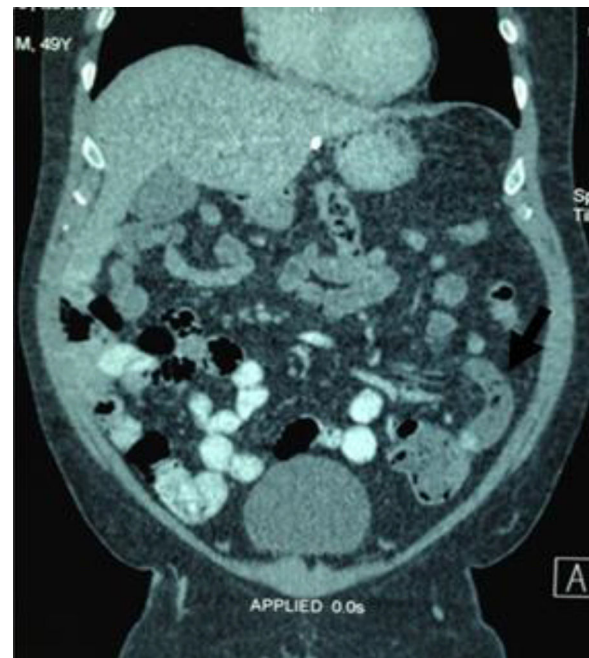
Corte coronal de tomografía abdominal. Apendicitis aguda en el hemiabdomen izquierdo (flecha negra), sin evidencia de otros síndromes asociados.
